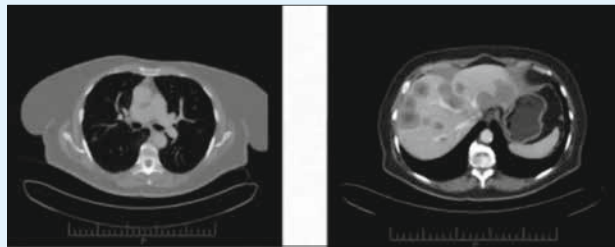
Контрольна КТ від 29.05.2017 (після 3 введень пембролізумабу)
